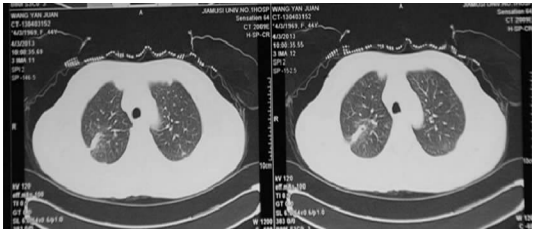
完全停用米卡芬净 1 个月复查肺部 CT
